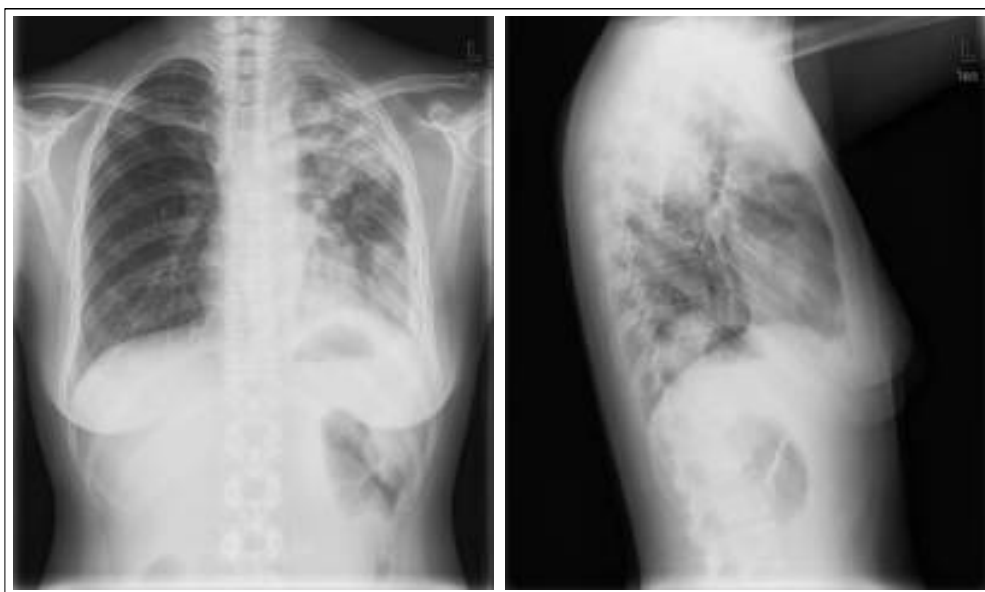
Plain chest radiograph taken on admission shows increased infiltrative density on left lung.
